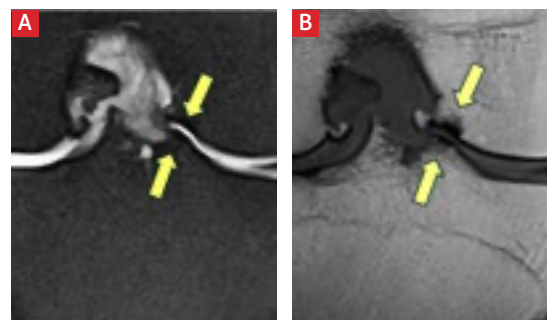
Differenzierte Beurteilung fokaler Knorpelschäden. Frontale MRT-Schnitte eines Patienten mit schwerer medialer Gonarthrose in protonengewichteter fettgesättigter Sequenz (A) und T1-Sequenz (B). Lateral zeigen sich in unmittelbarer Nähe der Eminenz intercondylaris viertgradige femoro-tibiale Knorpelschäden im Sinne einer sogenannten Kissinger-Läsion (Pfeile), bedingt durch varische Fehlbelastung bei kollabiertem medialem Kompartiment. Nach prothetischer Auffüllung und Stabilisierung des medialen Kompartiments werden diese Areale biomechanisch entlastet und stellen bei fokaler Ausprägung erfahrungsgemäss kein Ausschlusskriterium für eine Knieeileprothese dar.
